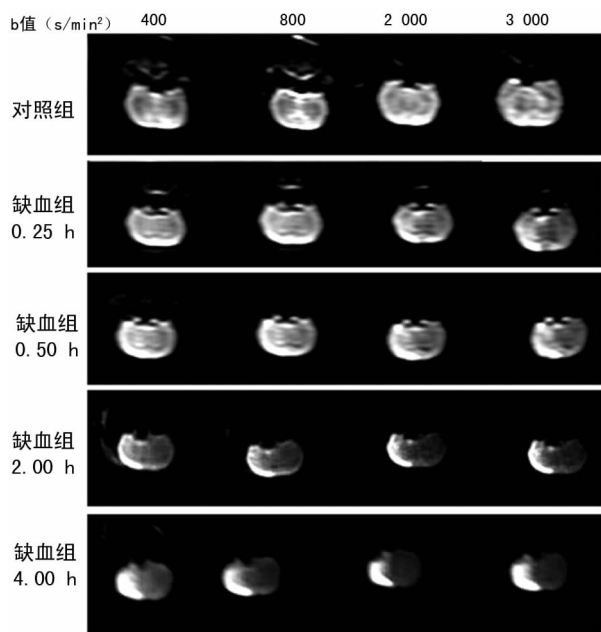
对照组和缺血组后各时间点多 b 值 DWI 图像
